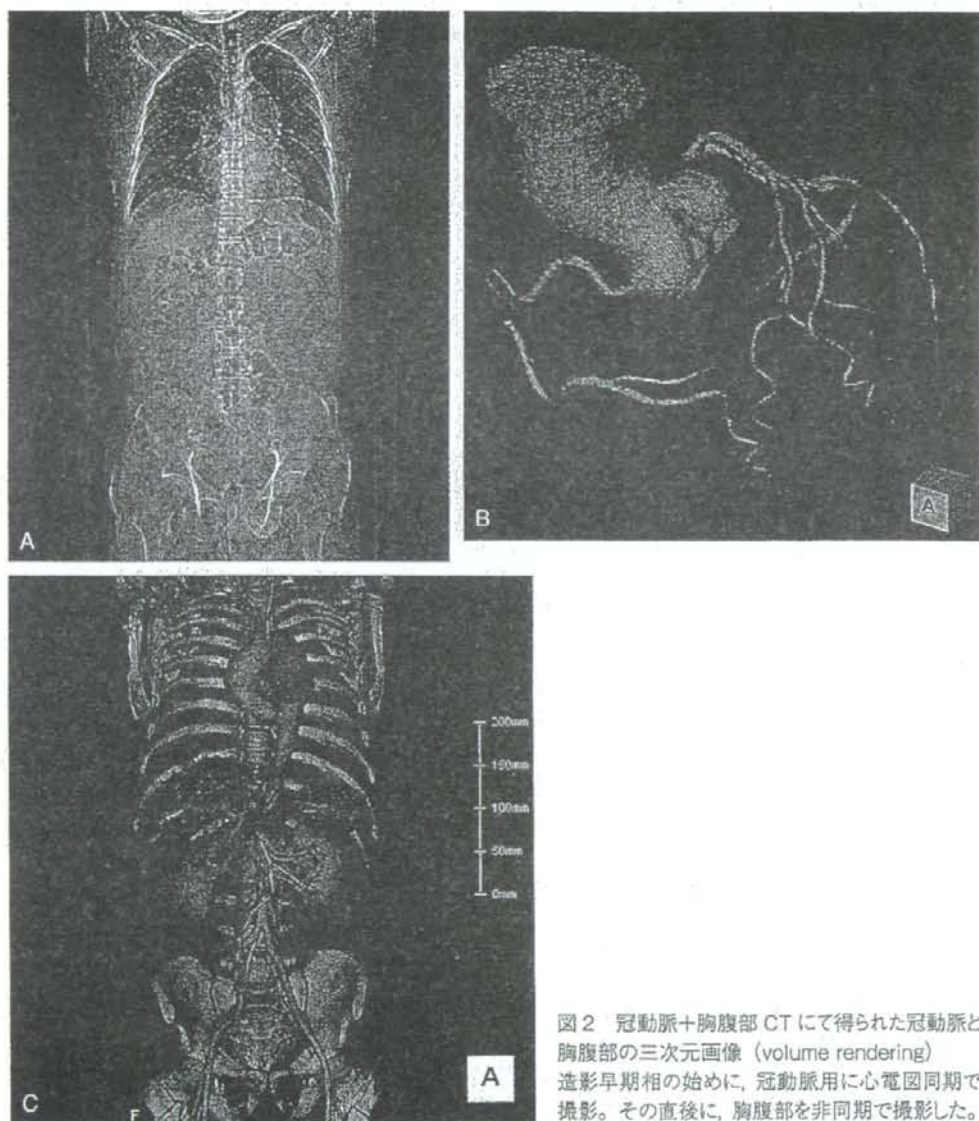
冠動脈+胸腹部 CT にて得られた冠動脈と胸腹部の三次元画像 (volume rendering) 造影早期相の始めに、冠動脈用に心電図同期で撮影。その直後に、胸腹部を非同期で撮影した。
